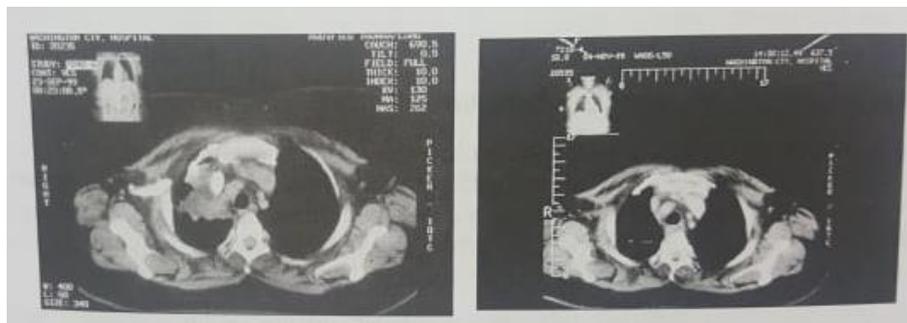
Aufnahme eines Patienten (CT) vor und nach der Strahlentherapie.
